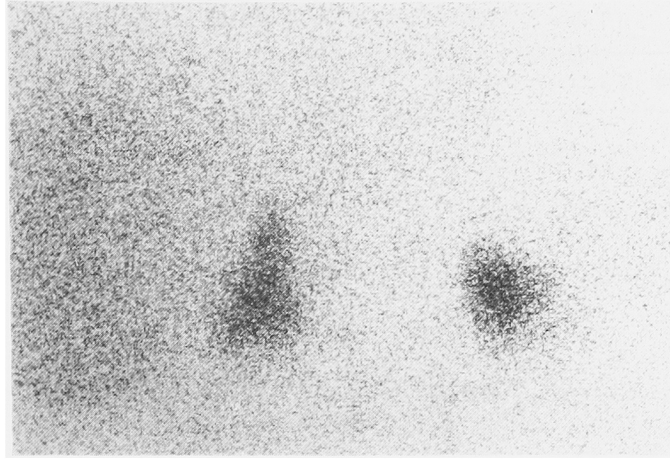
Adrenal scintigram, after therapy 1984
